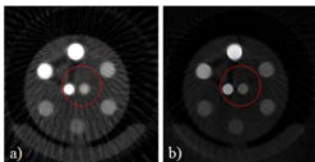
a) 절단되지 않은 60 view의 투영데이터에 반복적 영상재구성 방법을 이용하여 재구성한 단층 영상 b) a)로부터 투영데이터를 계산하여 외삽하여 재구성한 단층 영상
